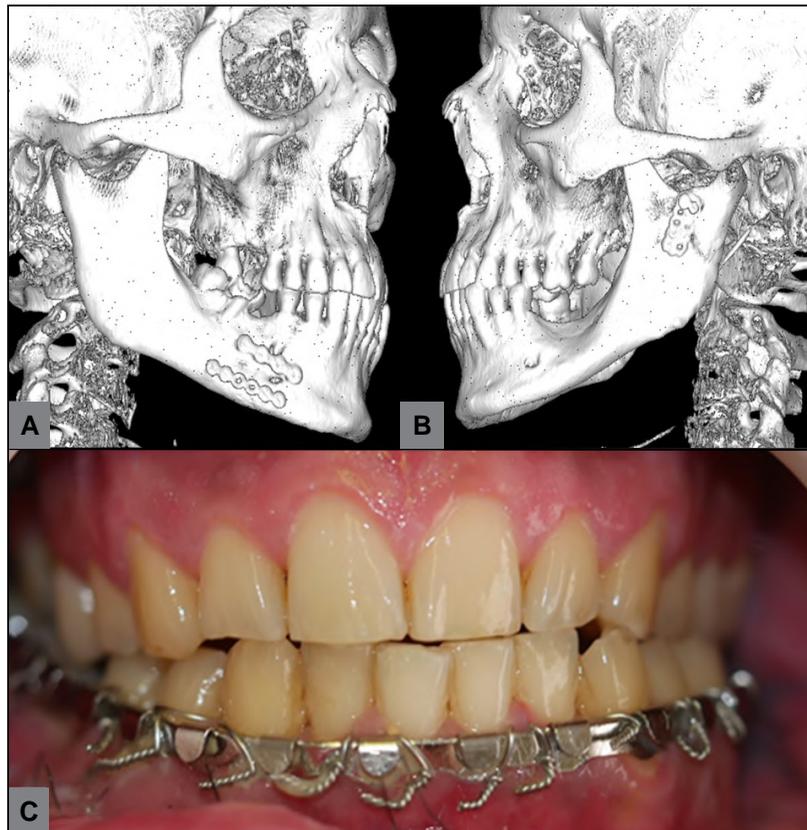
A-B: TC posquirúrgica. C: Oclusión posquirúrgica.
